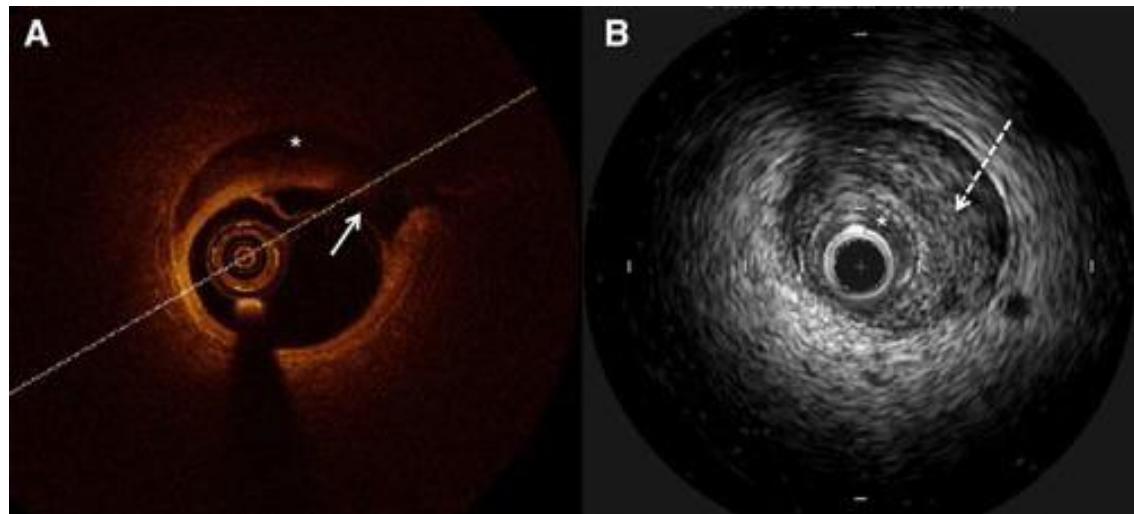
(A). Tomografía de coherencia óptica que muestra disección de la íntima (flecha), con hematoma intramural (asterisco). (B). Ultrasonografía intracoronaria que muestra hematoma intramural (flecha punteada) que comprime la luz verdadera (asterisco).
